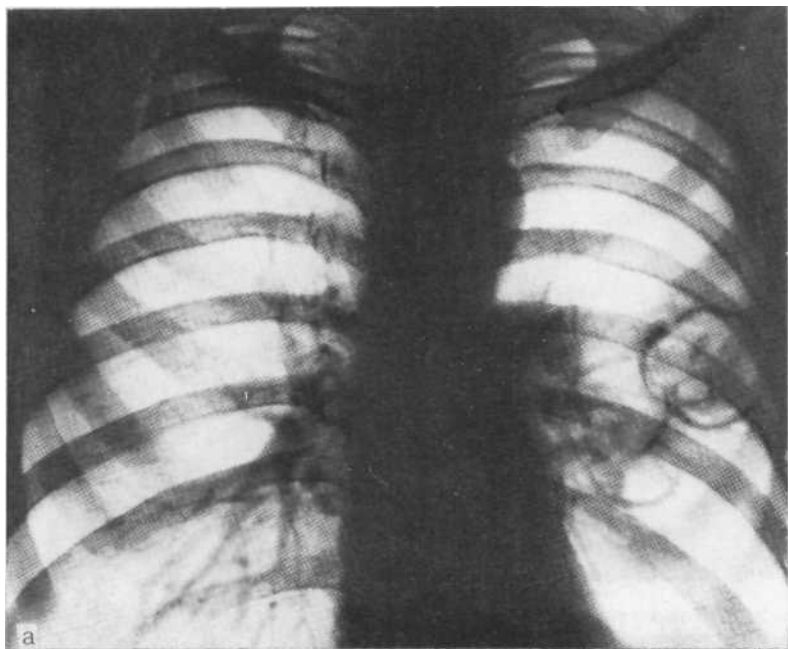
Рентгенограмма в прямой проекции (а): подозрение на абсцесс верхней доли слева. Рентгенограмма, выполненная через 1 год 2 мес (б): нагноение быстро прогрессирует.
